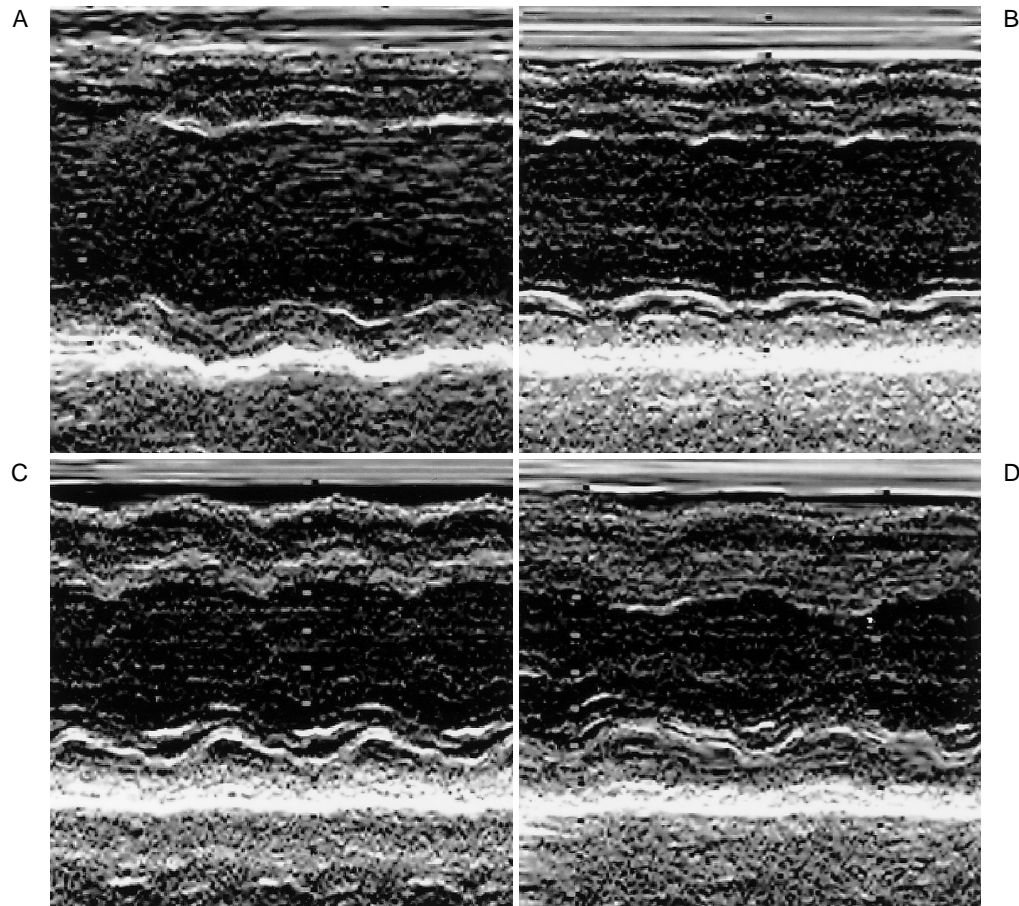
Case 2. M mode echocardiograms of the left ventricle at the papillary muscle level on the short-axis view
